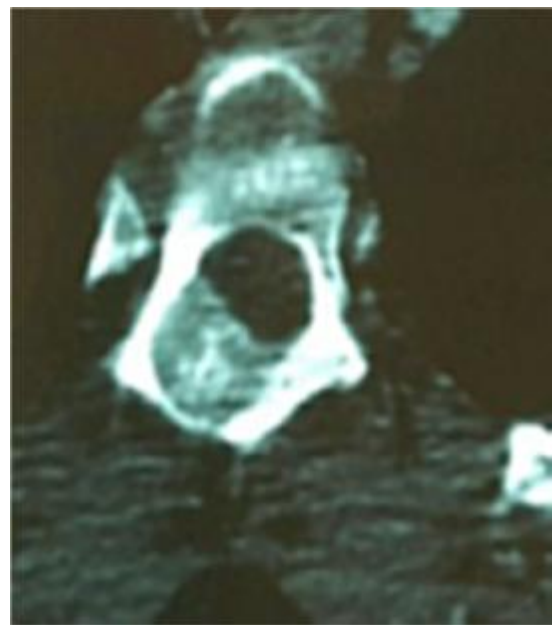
TDM du rachis : image lacunaire à contours denses de la lame vertébrale droite de D3 image de service traumatologie orthopédique pédiatrique CHU Hassan II Fès.
